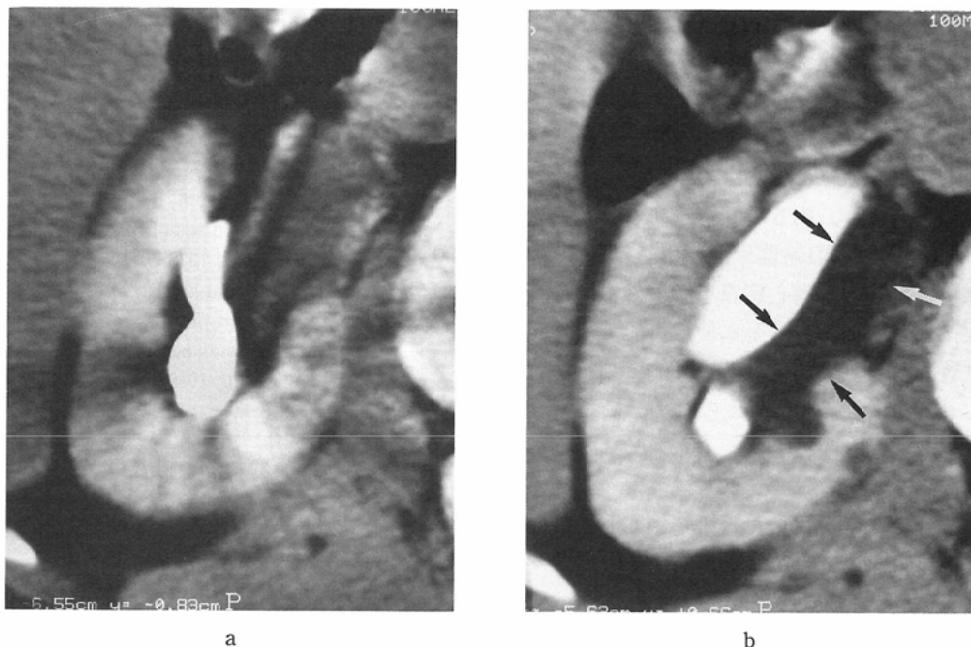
Case 3. The renal pelvis is obscure because of artifacts on non-d. CT (a), but f-d. CT distinctly reveals a parapelvic cyst (arrows) (b).
